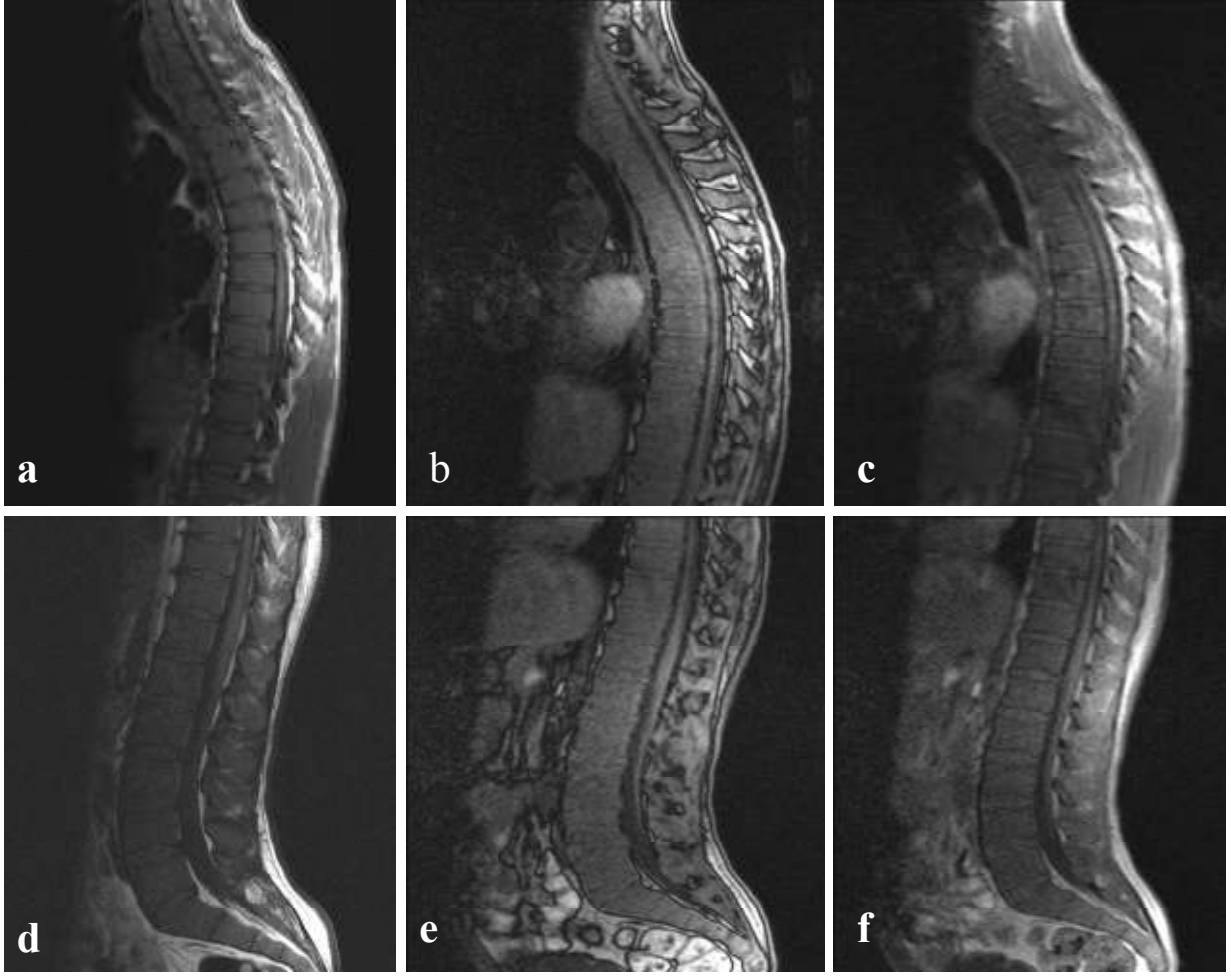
68 yaşında MM öyküsü olan erkek hastanın yapılan MRG incelemesinde torakal sagittal T1A sekansta (a) ve torakal sagittal T2A sekansta (b) vertebral kemik iliğinde diffüz heterojen sinyal intensite kaybı izlenmekteydi. Sagittal dış faz sekansta (c) iç faz sekasına (d) kıyasla heterojen olarak anlamlı sinyal kaybı izlenmedi. Ancak yer yer vertebra korpuslarında milimetrik boyutta sinyal kayıpları mevcuttu. (SIO: $0.72 < 0.82$). Kemik iliği biyopsi sonucunda MM ile uyumlu olarak plazma hücre infiltrasyonu saptandı.
